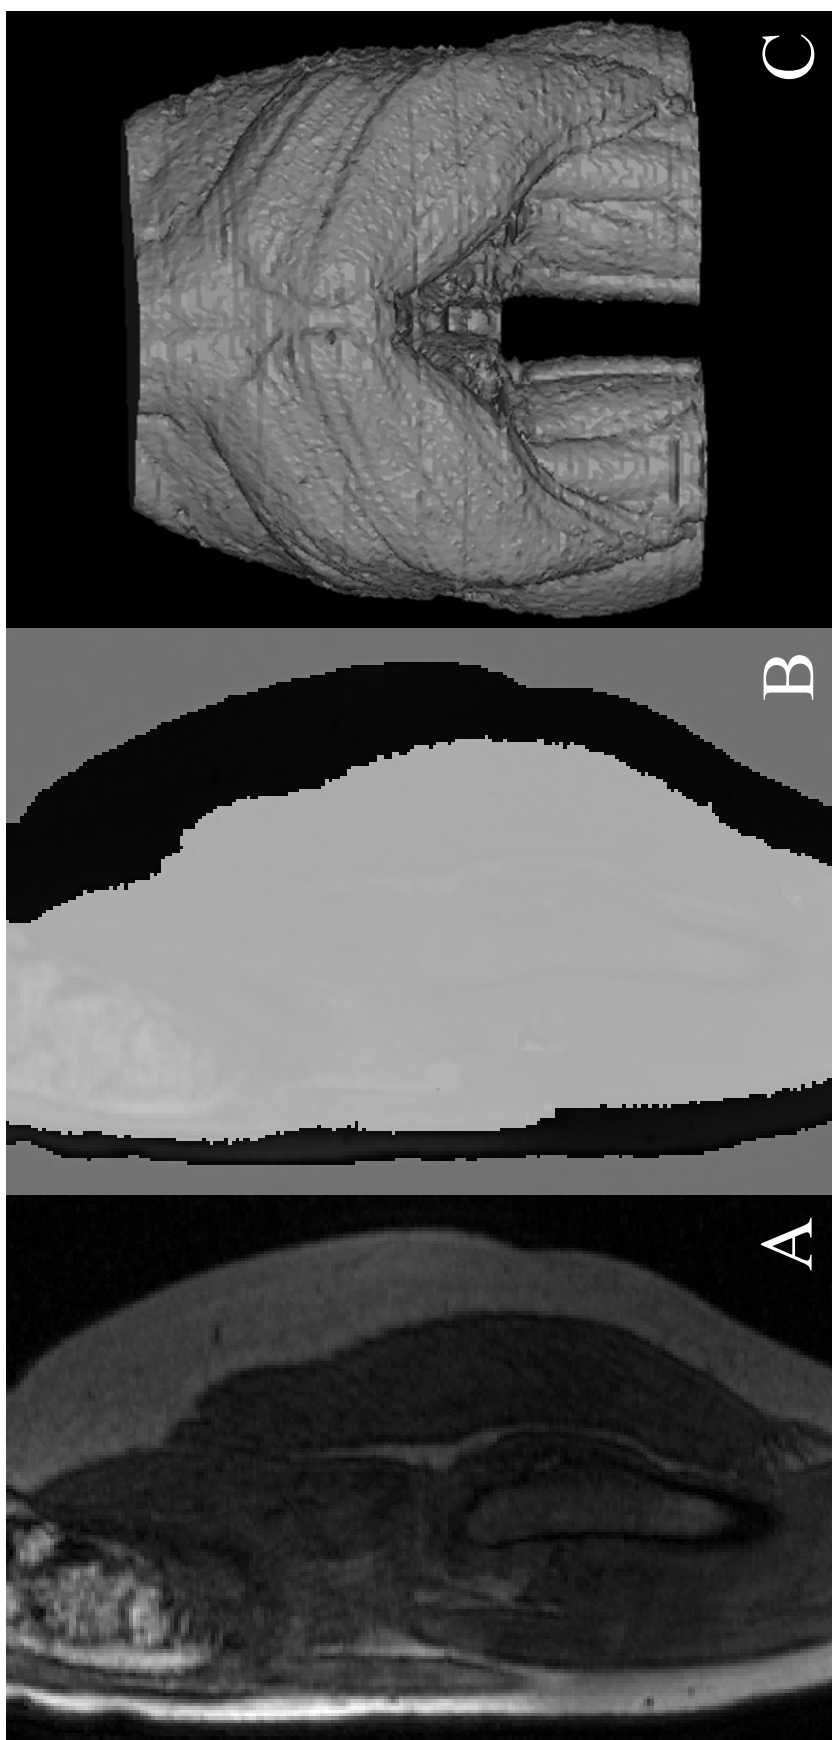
画像AはMRIで撮像した元画像。画像Bは画像Aを元に筋肉を抽出処理した画像で、画像中の濃い白色の領域が抽出領域である。画像 Cは画像Bで抽出した VOI (Volume of Interest) を元に作成した3次元サーフェースモデル。
